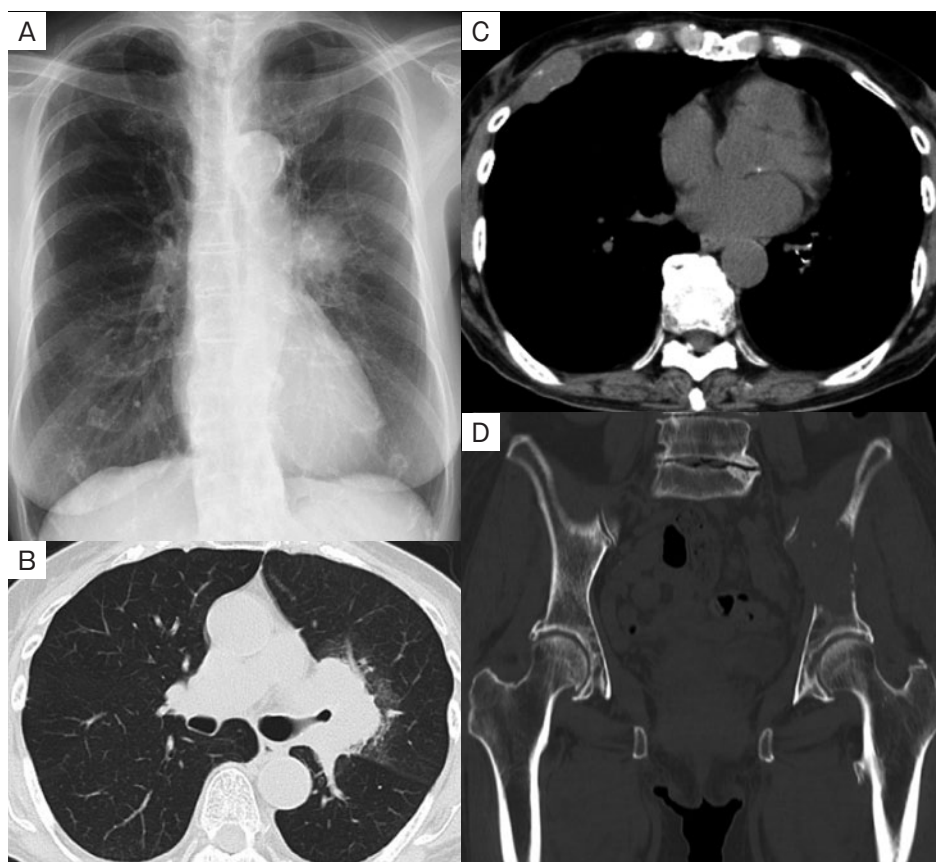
入院時画像所見。(A) 胸部単純X線写真では、左肺門部に腫瘤影を認めた。(B~D) 胸部~骨盤単純CTでは、左肺上葉根部と左葉気管支間(#11L)リンパ節とが一塊となった4cm大の腫瘤影と舌支起始部の内腔狭窄を認めた。右第5肋骨に転移による腫瘤形成と左腸骨には溶骨性変化と病的骨折を認めた。
